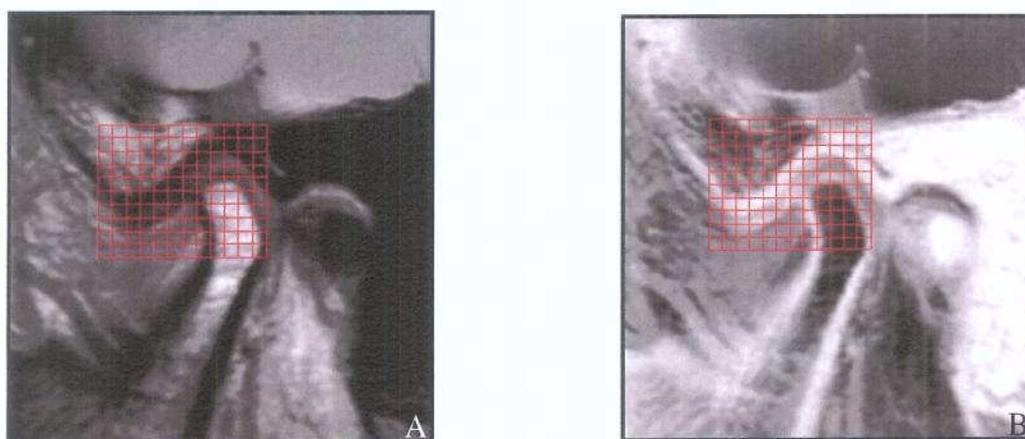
Grade milimetrada nas imagens por RM da ATM normal (A) e invertida (B)
